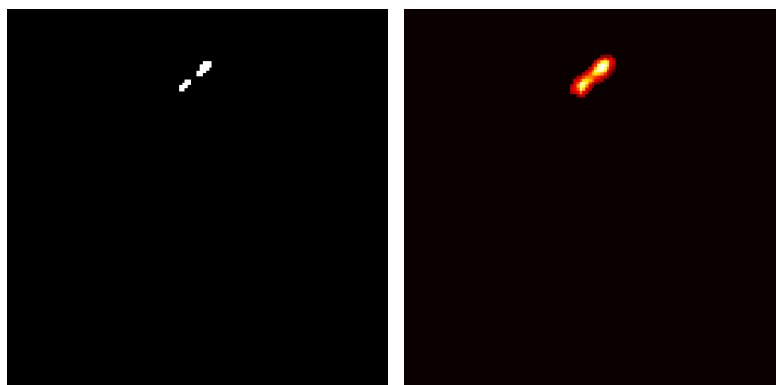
Diferencias de zonas activadas y zonas realmente incrementadas en el fantoma. Se presentan cortes sagitales del fantoma con la activación del hipocampo izquierdo. Se puede observar a la izquierda la zona activada en el fantoma y a la derecha la región realmente incrementada en la imagen de SPECT final. Se aprecia en la imagen como el efecto de influencia a zonas vecinas se manifiesta en la adquisición del SPECT.
